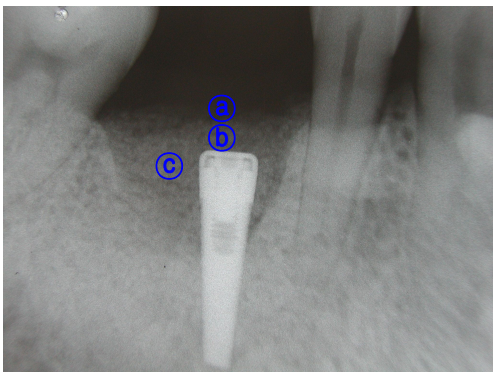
Postoperative periapical view(4 weeks) shows the newly formed immature bone around the implant and above cover screw.
